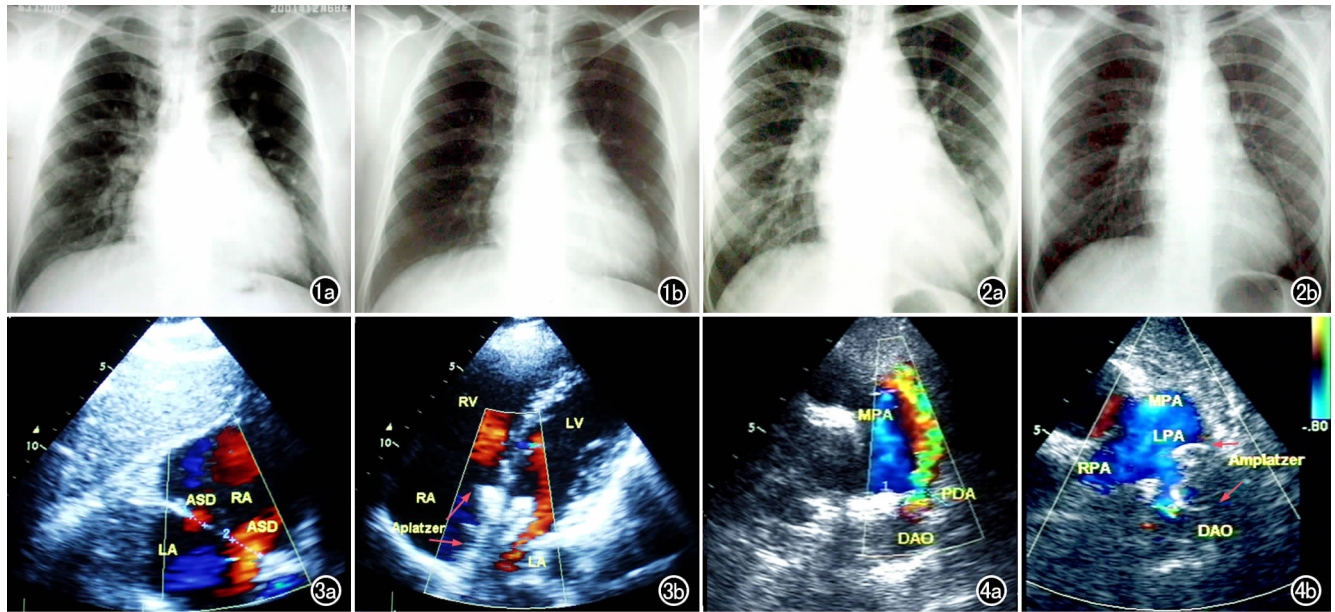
房间隔缺损。a) 胸片示肺血增多,右心房、右心室增大; b) 封堵术后半年,胸片示肺血正常,右心房、右心室增大明显改善。图 2 动脉导管未闭。a) 胸片示肺血增多,右心房、左心室增大,肺动脉段突出明显; b) 封堵术后半年,胸片示肺血正常,心脏增大明显改善。图 3 a) 经胸超声心动图剑下双心房切面图示继发孔型房间隔缺损(ASD),LA 左心房,RA 右心房; b) 封堵房间隔缺损术后,经胸超声心动图显示封堵器位置适当(箭),未见残余跨隔分流。RV 右心室,RA 右心房,LA 左心房。图 4 a) 经胸超声心动图显示动脉导管未闭,自降主动脉(DAO)向主肺动脉根部左向右跨导管五彩分流束。MPA 肺动脉,RPA 右肺动脉,LPA 左肺动脉; b) 介入治疗后的 TTE 图像经胸大动脉短轴显示封堵器回声(箭),未见残余跨导管分流。
